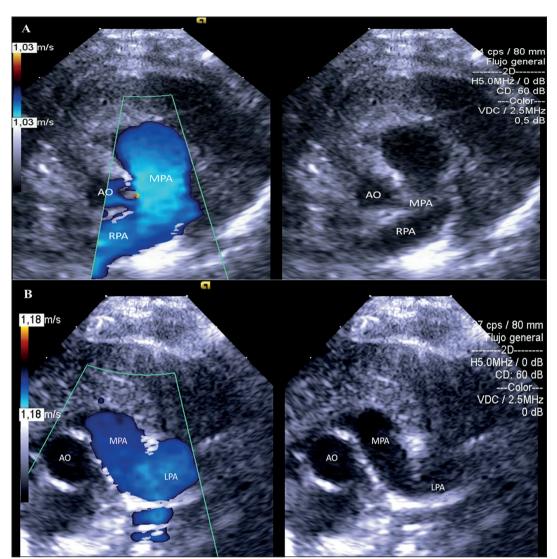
Ecocardiografía siguiendo la proyección base de los casos expuestos. (A) Ausencia de rama pulmonar izquierda (caso 1). (B) Derecha (caso 2). Ao: Aorta; MPA: Tronco pulmonar o arteria pulmonar principal.; LPA: Rama pulmonar izquierda; RPA: Rama pulmonar derecha.
